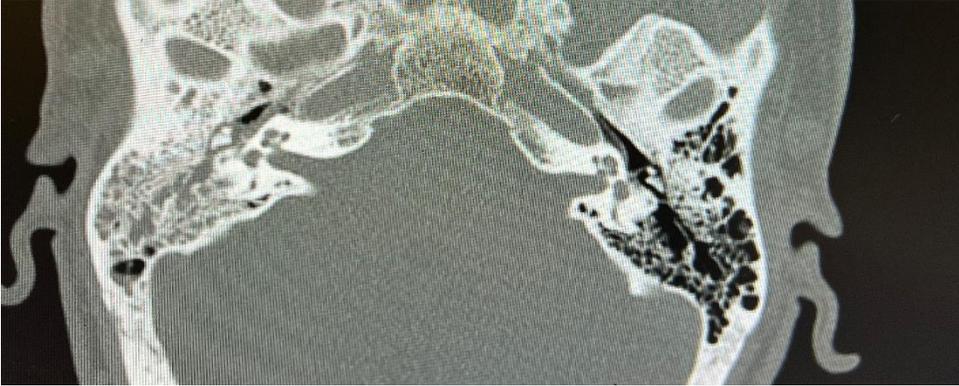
Рисунок 20Б. Компьютерная томография височных костей. Аксиальная плоскость. Справа ячейки сосцевидного отростка и барабанная полость заполнены патологическим содержимым, определяются единичные воздушные ячейки, костно-деструктивных изменений нет
